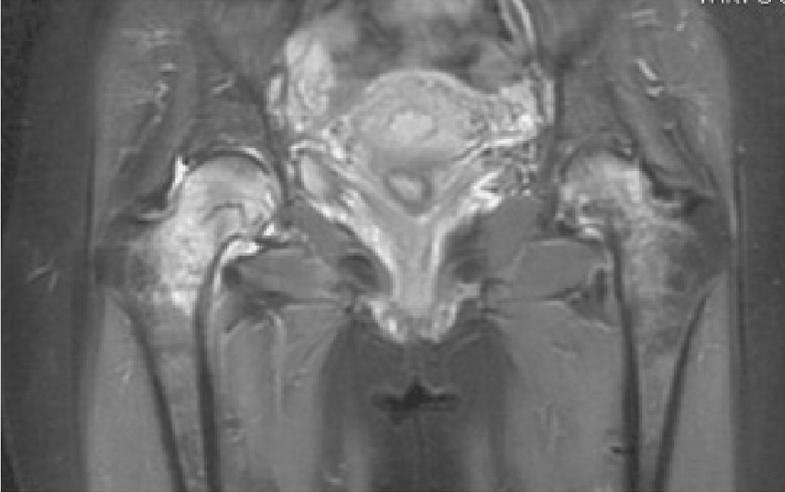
RM coronale spin echo T2 pesata fat-sat – Iperintensità midollare di entrambi i femori in sede cervico-cefalica da edema reattivo di tipo algodistrofico con visibilità a ds di linea irregolare ipointensa per frattura da sovraccarico
